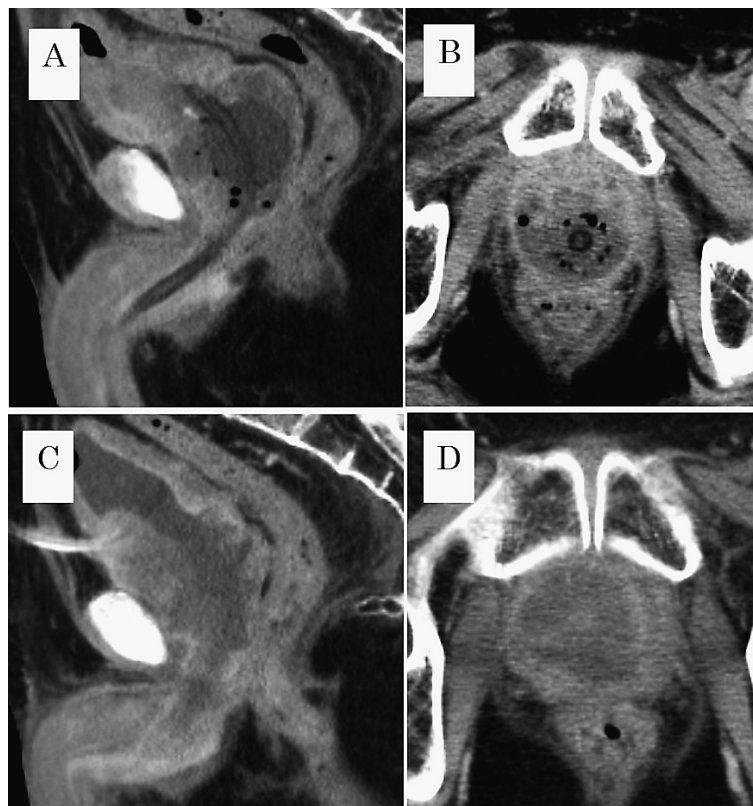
A and B: Enhanced CT shows irregularly enhanced prostate and parenchymal gas, suggesting emphysematous prostatitis and abscess. C and D: Appearance of enhanced CT after five days from initial TURP. Relapse of prostatic abscess is considered.
